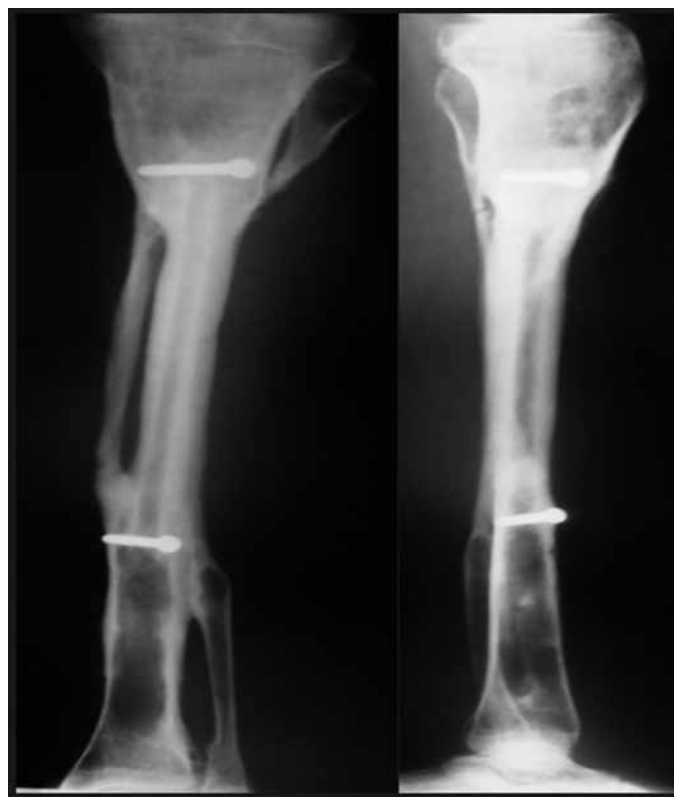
Radiografia da perna esquerda, em incidência ântero-posterior e perfil, evidenciando modelação óssea diafisária cortical sem recidiva local.
